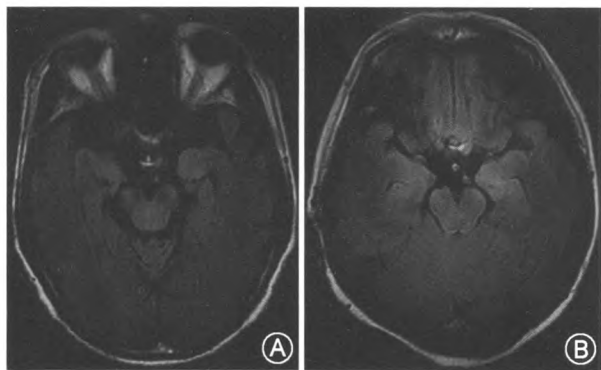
2 例边缘系统脑炎患者的头颅 MRI 结果(轴位)。A: 例 8 FLAIR 像显示双侧颞叶高信号, 左侧海马萎缩, 杏仁体略大。B: 例 9 FLAIR 像显示双侧颞叶、海马高信号
